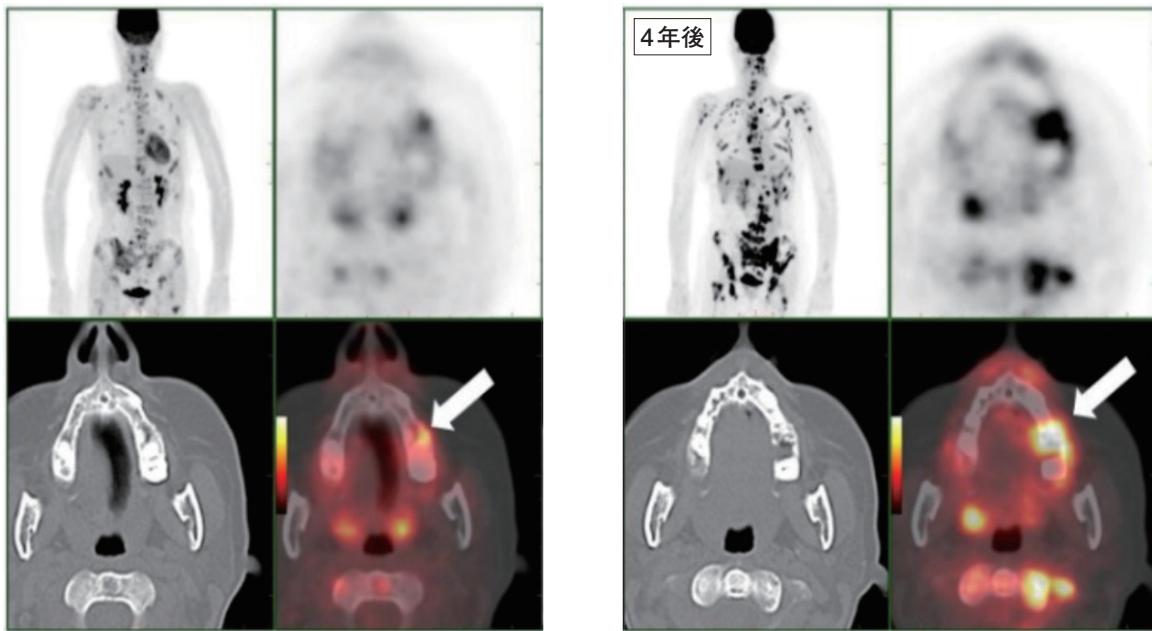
多発骨転移を伴う乳癌患者。初診 6 年後の PET/CT 画像では左側上顎臼歯部に集積を認め
